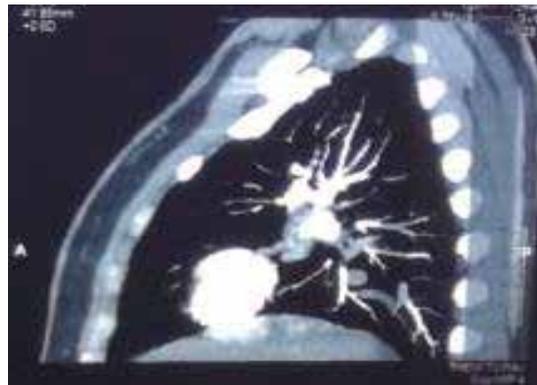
TAC MAVP en lóbulo lingular.
